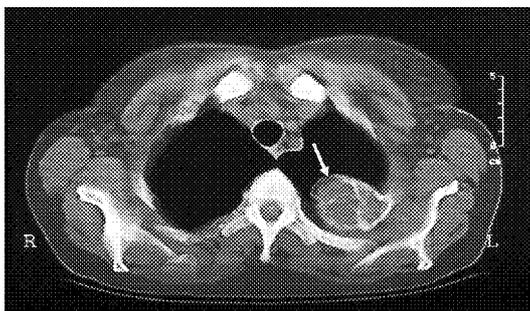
Пациентка С. Компьютерная томография выявленного образования
